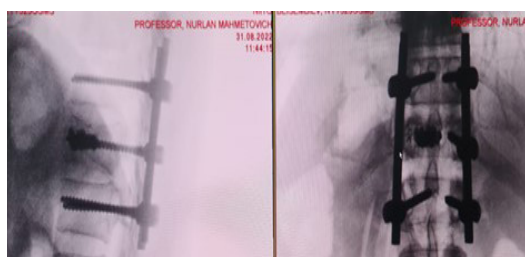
Фото рентгенограмма пациента после транспедикулярной фиксации и пластики тела позвонка с гранулами NiTi и МСК: А- прямая; В- боковая проекции
